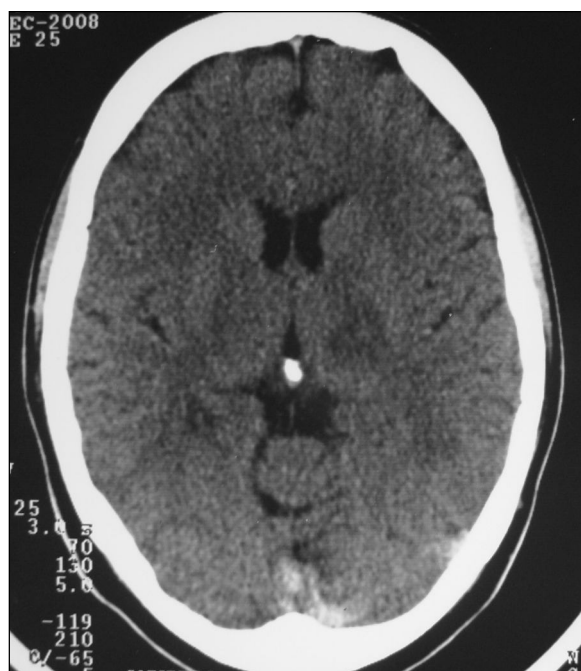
КТ головного мозга, аксиальная проекция (здесь и далее – описание в тексте)
